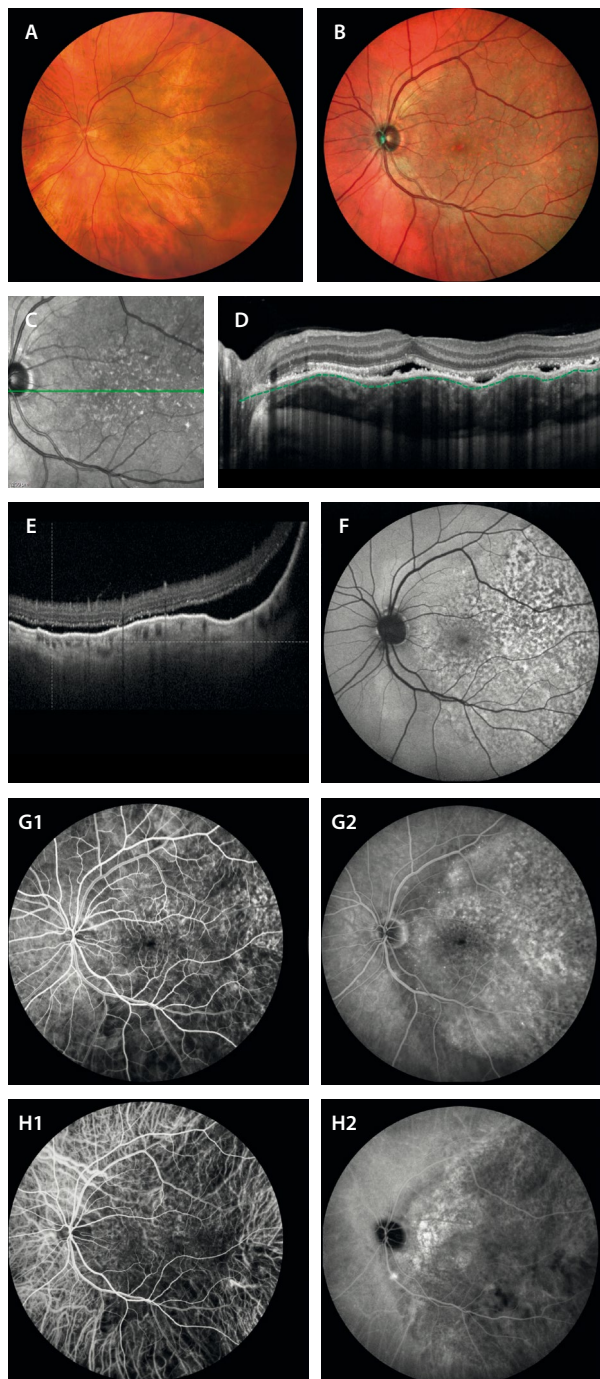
Metástasis coroidea pigmentada difusa. A) La retinografía muestra una lesión difusa y extensa que parece pigmentada. B) Es la imagen multicolor la que permite determinar mejor la lesión gracias al cambio de reflectividad. Además, muestra los cambios en el epitelio pigmentario, al igual que ocurre en la imagen infrarroja (C). D) En la tomografía de coherencia óptica (que corresponde a la línea verde en C) se aprecia una lesión coroidea hiporreflectiva con un contorno ondulado del epitelio pigmentario de la retina (*lumpy-bumpy*, ver la forma de la línea verde discontinua), cambios granulares en este y cambios en la capa de los elipsoides, así como fluido subretiniano. E) En un corte de la tomografía de coherencia óptica inferior, se aprecia el desprendimiento exudativo inferior asociado. F) La autofluorescencia muestra un patrón hipoafluorescente-hiperafluorescente. G1 y G2) En la angiografía con fluoresceína se ve una lesión hipofluorescente en tiempos precoces (G1) e hiperfluorescente en tiempos tardíos (G2). H1 y H2) La angiografía con verde de indocianina demuestra una lesión hipocianescente desde tiempos precoces (H1) hasta tiempos tardíos (H2).
